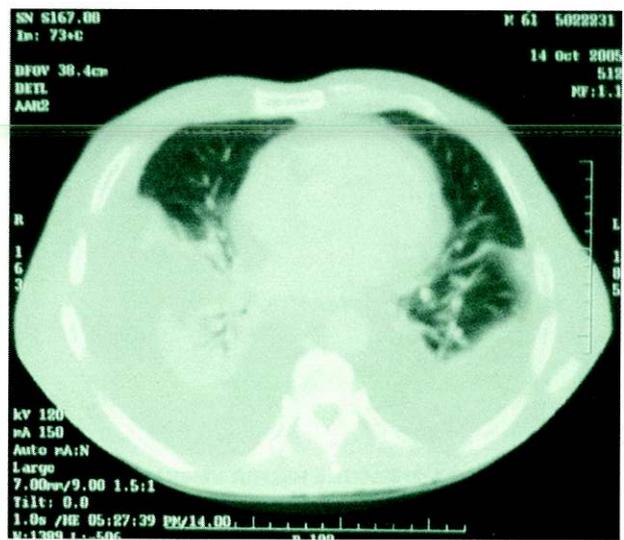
TC TORACO-ABDOMINAL: DERRAME PLEURAL BILATERAL E PEQUENO DERRAME PERICÁRDICO.
